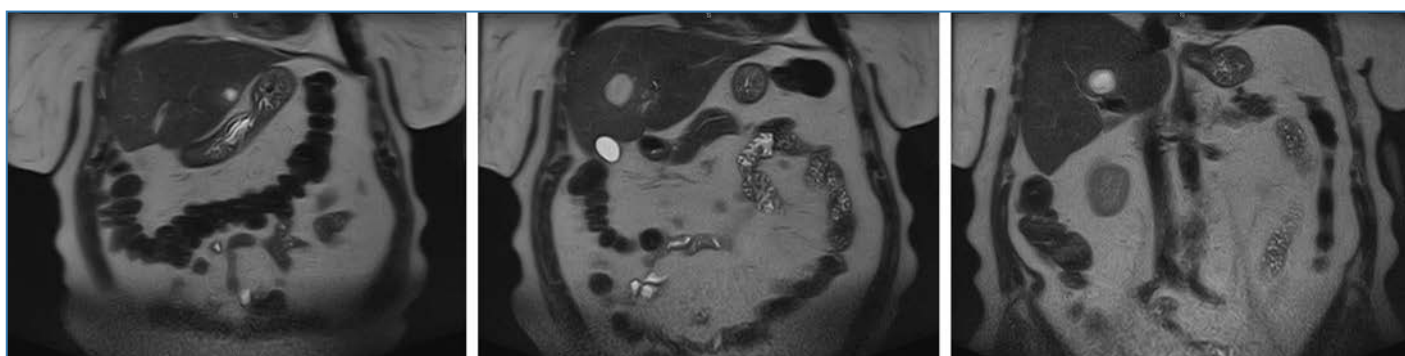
МРТ-изображения второго исследования у пациентки А. (март, 2019)
